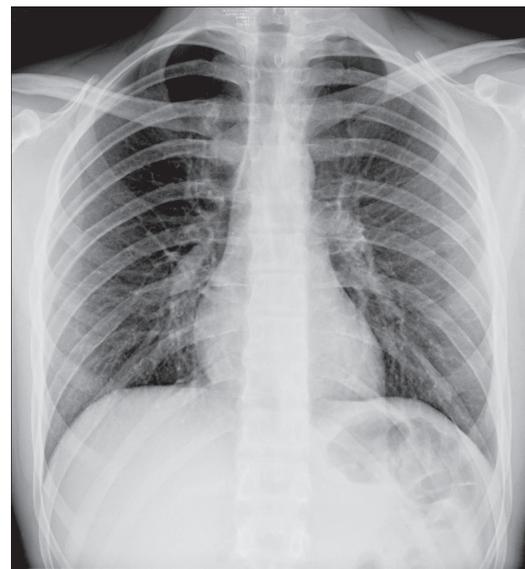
Обзорная рентгенография груди больного А. на 10-е сут после операции
